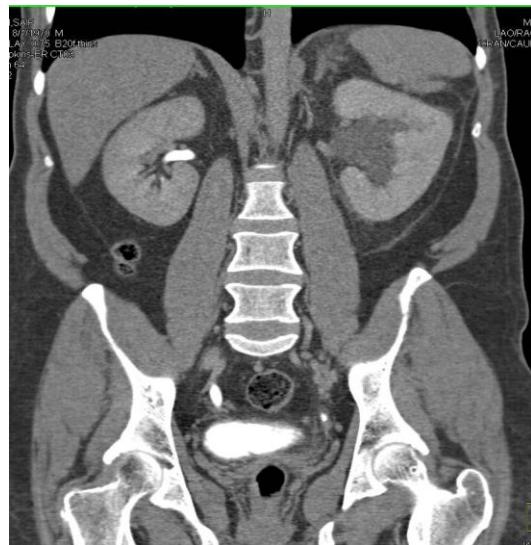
CT në planin frontal. Vihet re hiperdensitet pelvik dextra dhe hiperdensitet në segmentin e poshtëm të ureterit dextra me densitet 148 HU. (Aspekt përkalkul). Në anën sinistra vihet re zgjerim i ureterit por shtresa e prerjes nuk përkon me kalkulin që bllokon ureterin sinistra .
